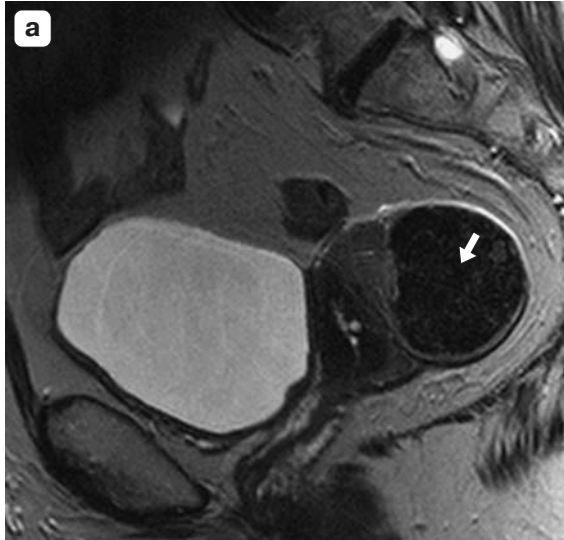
МР-томограммы малого таза. а – Т2ВИ в сагиттальной плоскости; б – Т1ВИ в сагиттальной плоскости. По задней стенке матки определяется лейомиома с гипоинтенсивными на Т1ВИ (а) и Т2ВИ (б) включениями кальцинатов.
